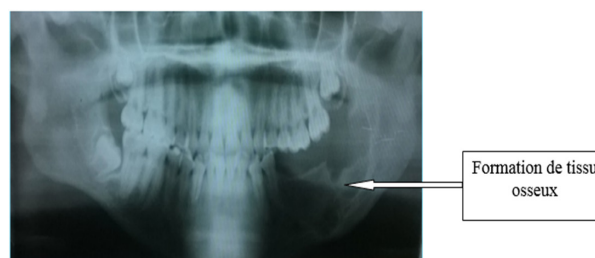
orthopantomogramme de contrôle à 17 mois
